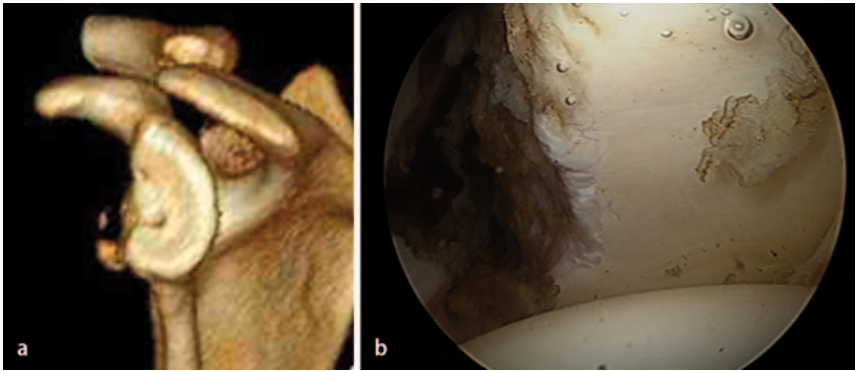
▲ „En-face view“ der 3D-Rekonstruktion des Glenoids in der Computertomographie: a sehr gute Darstellung des glenoidalen Knochenverlust. b Der arthroskopische Blick über ein anterolaterales Portal ermöglicht eine direkte Sicht auf den Glenoiddefekt
